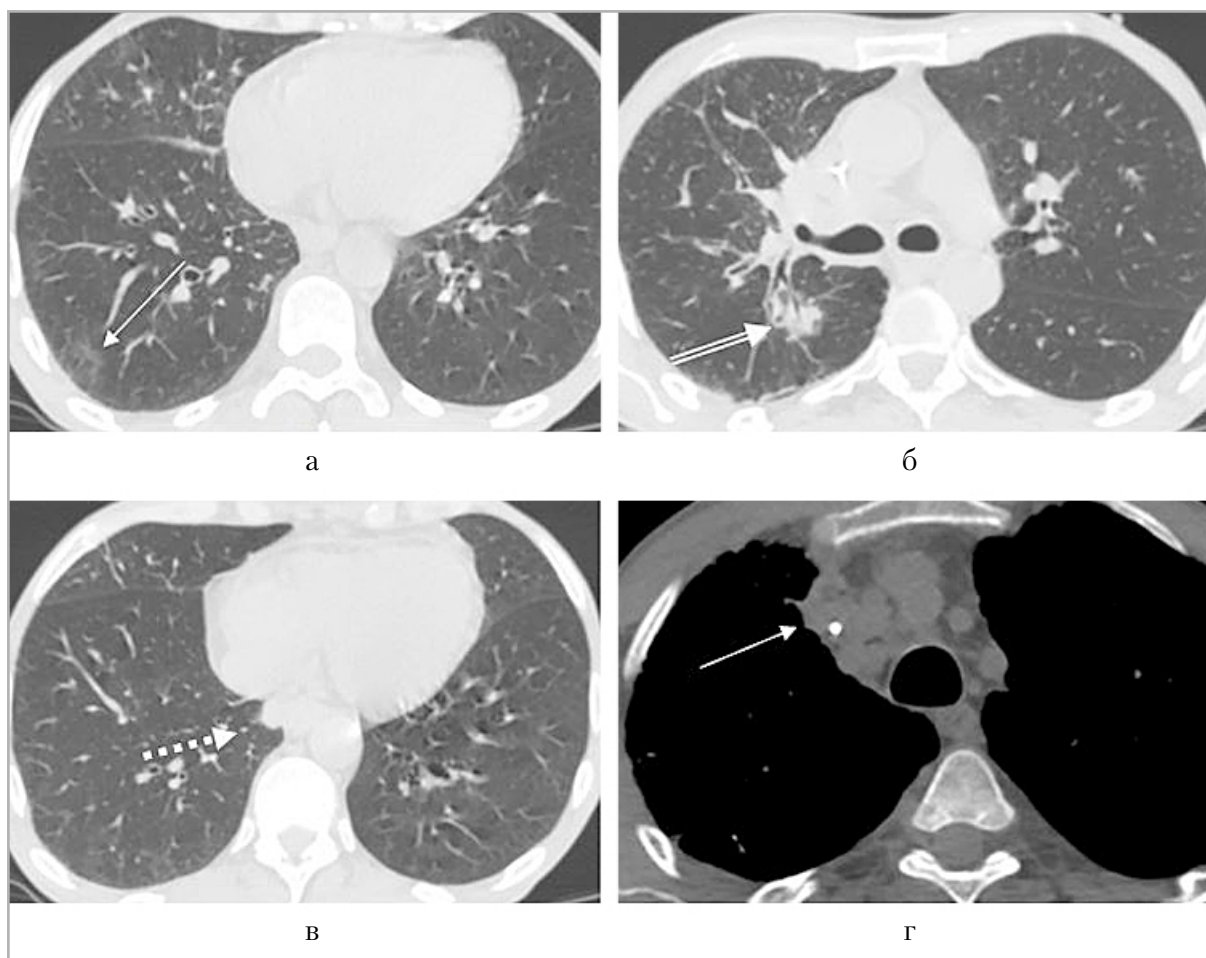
МСКТ при выписке — стабилизация рентгенологических проявлений туберкулеза и положительная динамика вирусной пневмонии: *а* — в базальных сегментах сохраняются небольшие участки резидуального матового стекла (*простая стрелка*); *б* — в S6 правого легкого округлое образование без динамики (*двойная стрелка*); *в* — в S10 правого легкого полость распада заполнилась содержимым (*пунктирная стрелка*); *г* — уменьшились размеры лимфоузлов верхнего средостения (*простая стрелка*)
